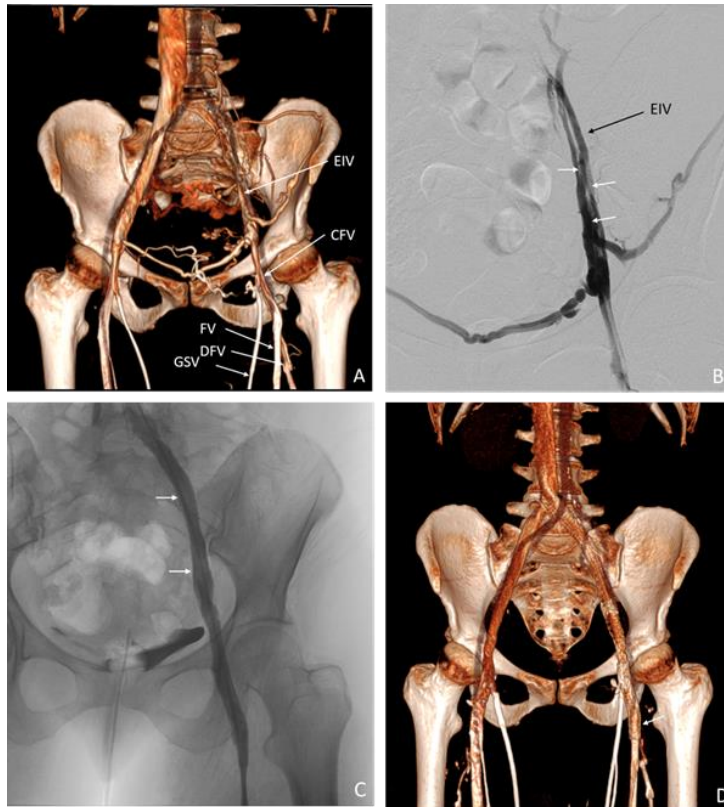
Stenting endovasculaire chez une femme de 46 ans atteinte d'un syndrome post-thrombotique qui, un an auparavant, s'était présentée avec une thrombose veineuse profonde de la jambe gauche. Le score de base de Villalta était de 14. A, Phlébographie 3D par tomodensitométrie (CT) avant traitement : occlusion de la veine iliaque commune gauche et synéchie dans la veine iliaque externe gauche (EIV). La veine fémorale commune gauche (CFV), la veine fémorale (FV), la veine fémorale profonde (DFV) et la grande veine saphène (GSV) sont perméables et libre de synéchie. B, vénographie per-opératoire initiale par soustraction numérique montrant une synéchie intraluminaire limitée à la veine iliaque externe (EIV) (flèches blanches). C, vénographie finale per-opératoire montrant la perméabilité du stent et la disparition des veines collatérales (flèches). D, phlébographie 3D CT post-opératoire montrant les stents avec le bord inférieur des stents dans la CFV (flèche). Le stent était perméable à 5ans de suivi. Le score post-opératoire Villalta était de 0. (38)
